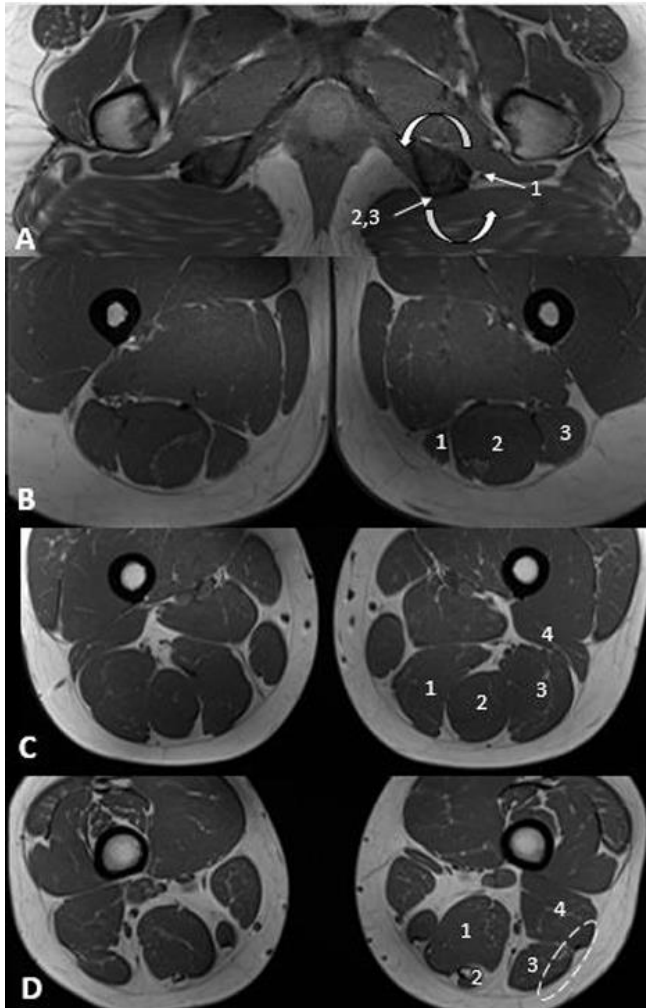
Radio-anatomie IRM des muscles ischio-jambiers.
